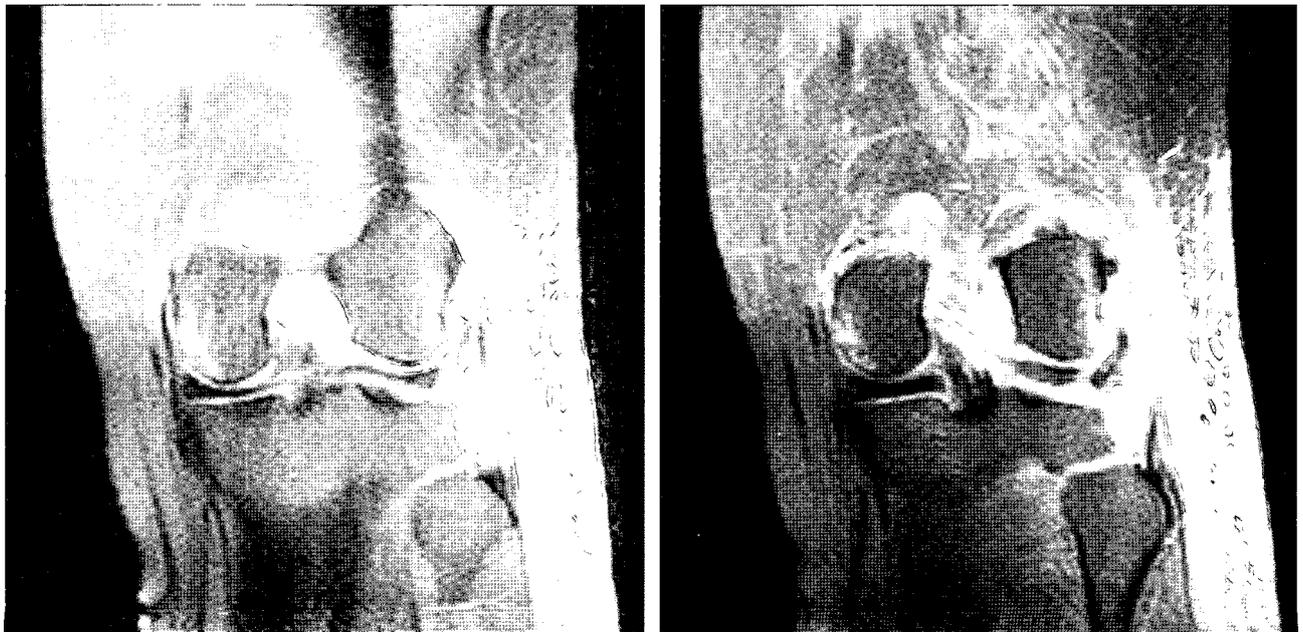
Coronal section of MRI was shown nearly complete rupture of lateral collateral ligament at fibular attachment site and rupture of lateral joint capsule.
